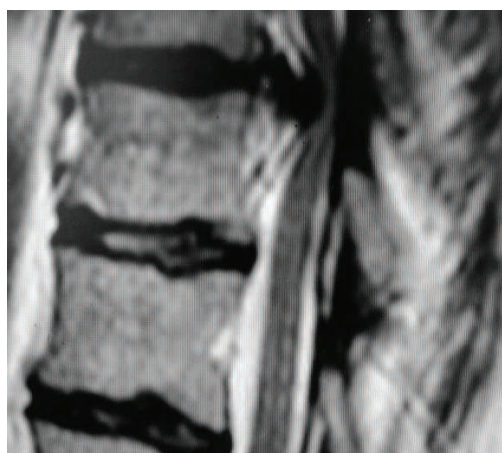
La RM in sezione sagittale documenta una grossa ernia dorsale che determina una marcata compressione del midollo spinale
